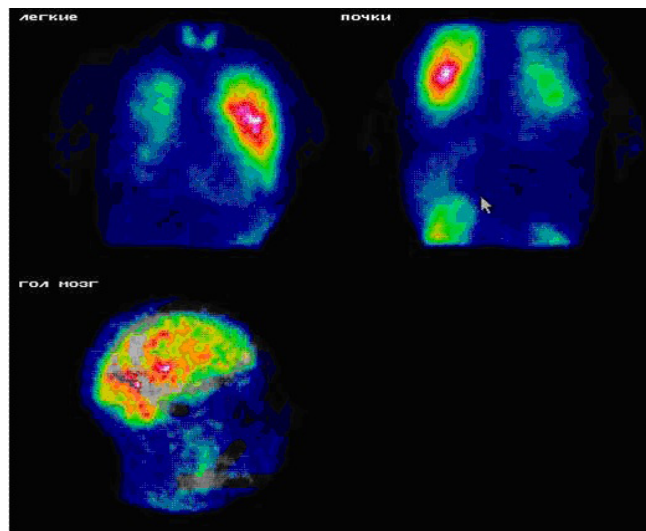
Планарная сцинтиграфия больного Б., 6 лет, диагноз — «артериовенозные фистулы легких». Перфузионная сцинтиграфия легких в прямой проекции, определяются локальные и диффузные нарушения микроциркуляции в легких (больше справа), радиофармпрепарат накапливается в щитовидной железе. Перфузионная сцинтиграфия легких в задней проекции, определяется накопление радиофармпрепарата в почках, сцинтиграмма головы в боковой проекции, определяется активное накопление радиофармпрепарата в проекции головного мозга.
